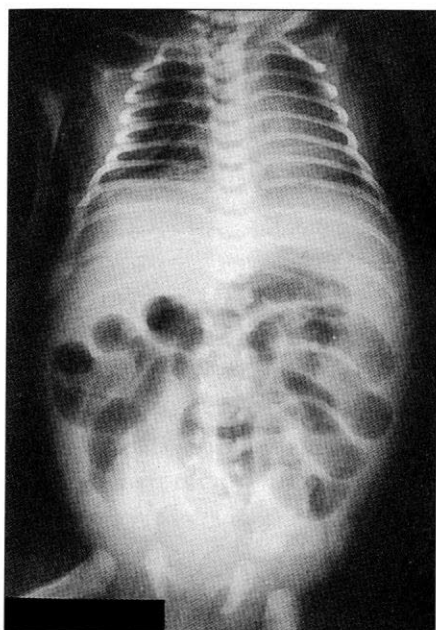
Radiografía simple de abdomen inicial.
